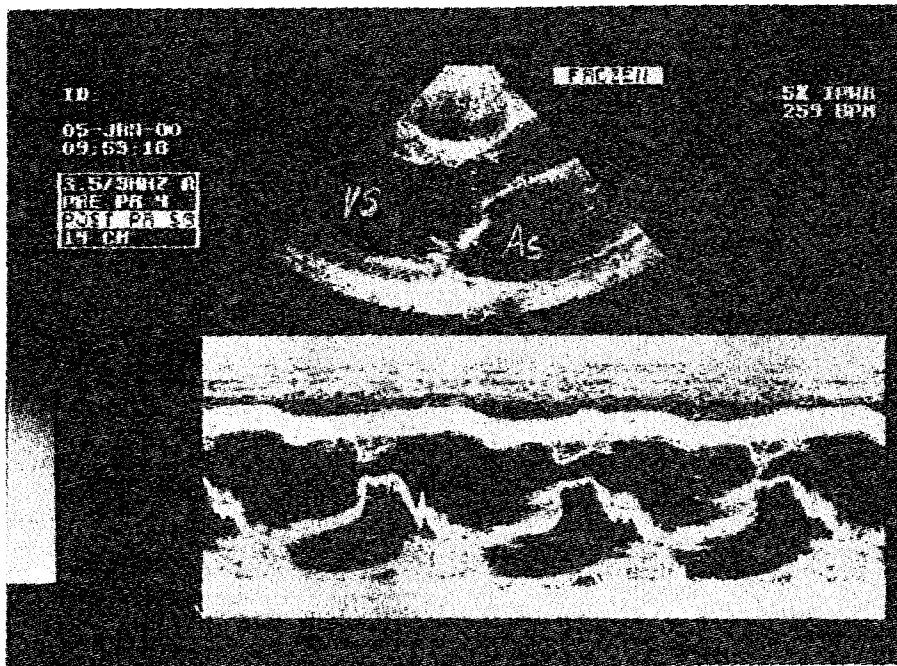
Insuficiența mitrală prin ruptură de cordaje. Ecocardiografie în sus, ecocardiograma bidimensională (imagine în sistolă). Valva mitrală anterioară pătrunde în sistolă în atricul stâng (AS); valva este ușor îngroșată. AS și ventriculul stâng (VS) sunt dilatate. Jos, M-Eco – valva mitrală anterioară cu mișcări dezordonate în diastolă.
